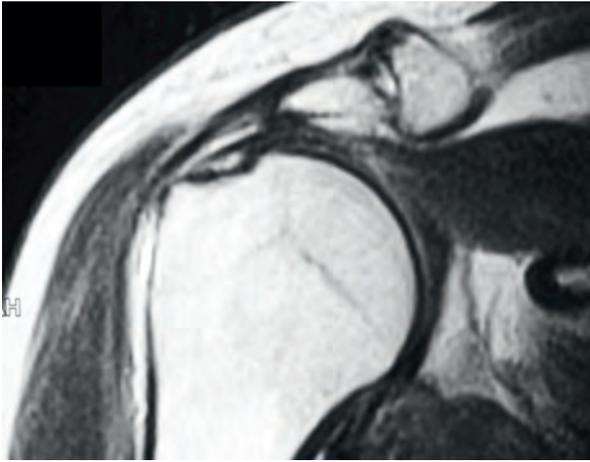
Rotura parcial articular en RM normal. Se puede valorar la dificultad del diagnóstico comparado con las arthro-RM.
